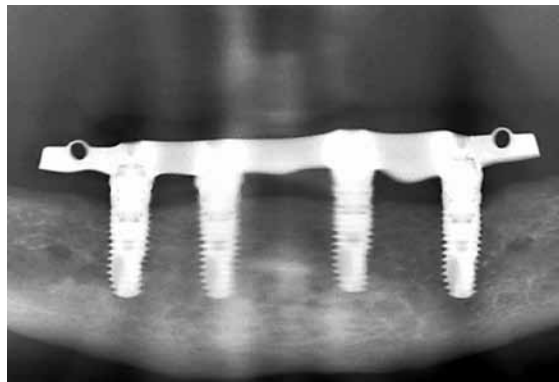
Die Röntgenaufnahme bestätigt die hochpräzise Passung der Konstruktion (Compartis ISUS).
